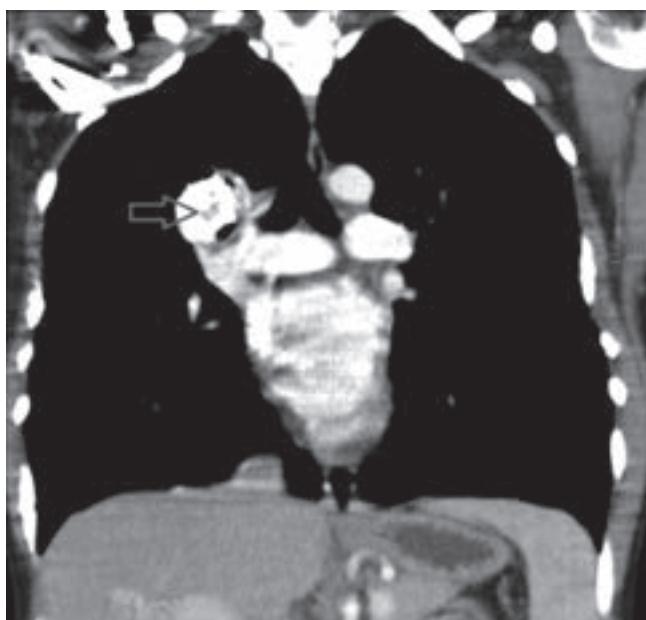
Centrálny tumor horného laloka pravých pľúc na CT vyšetrení, okružujúci bronchiálny strom
